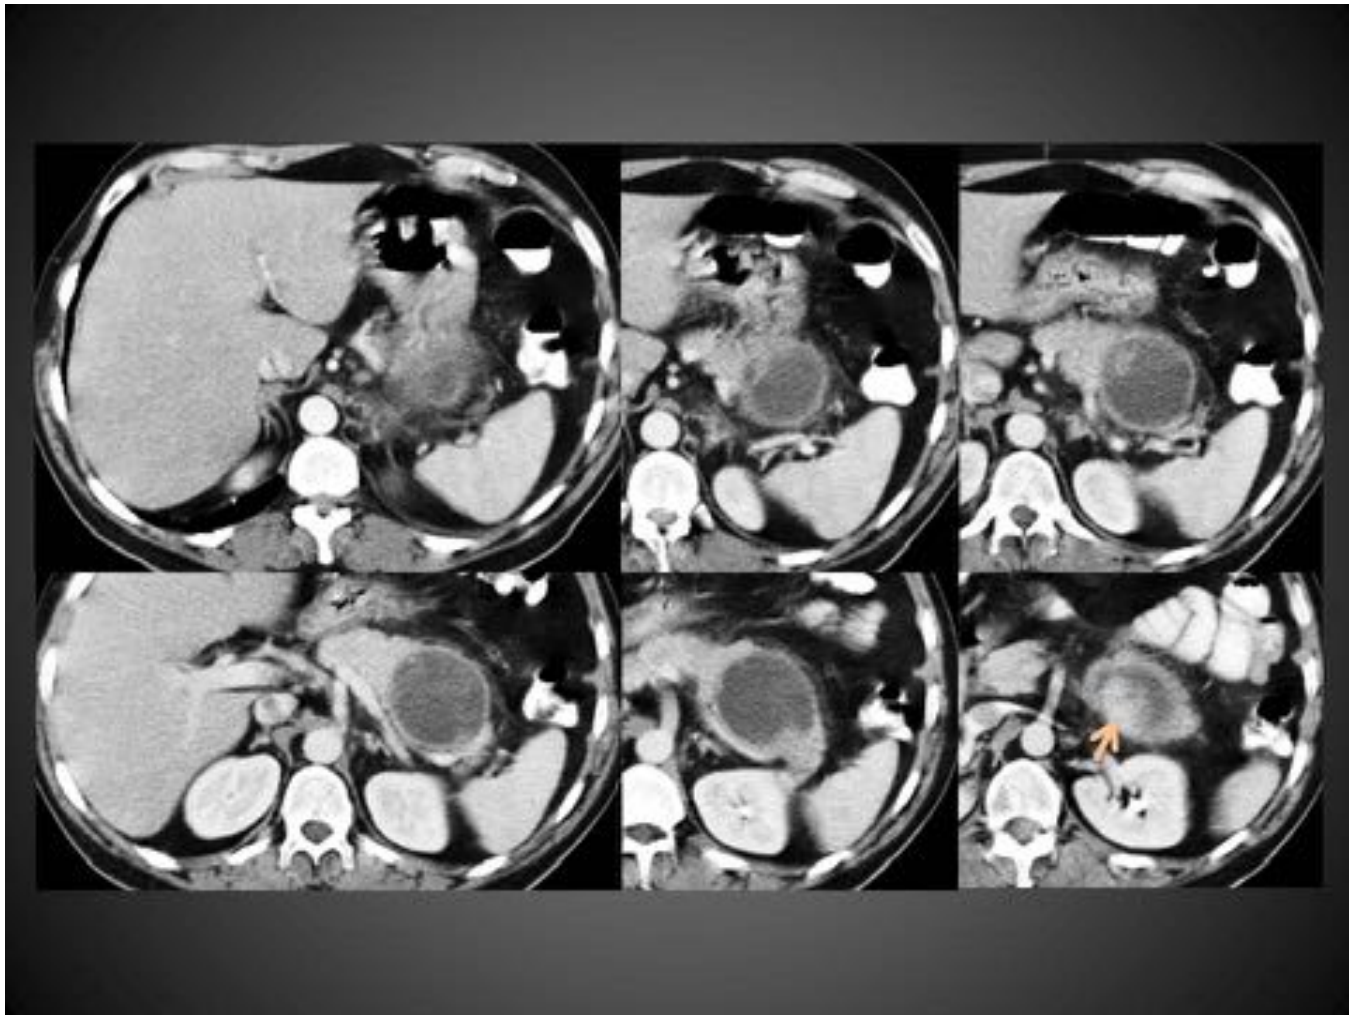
Varón de 81 años al que se realiza un TC con contraste i.v. en otro centro por un dolor en meso-hipogastrio sugerente de diverticulitis. Como hallazgo incidental se detecta una lesión quística en la cola del páncreas de pared gruesa irregular con engrosamientos nodulares, el más llamativo (flecha corta) en su polo inferior. Aunque el diagnóstico radiológico fue de NQM (ya sabemos que es muy improbable en hombres) la Anatomía Patológica de la pieza fue de tumor neuroendocrino.
